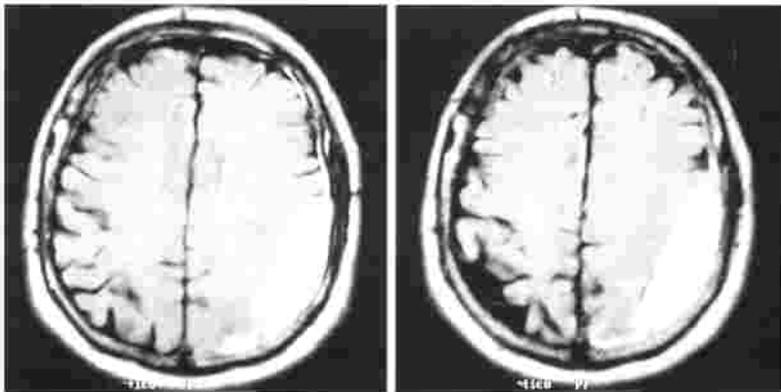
Resonancia magnética cerebral inicial.
